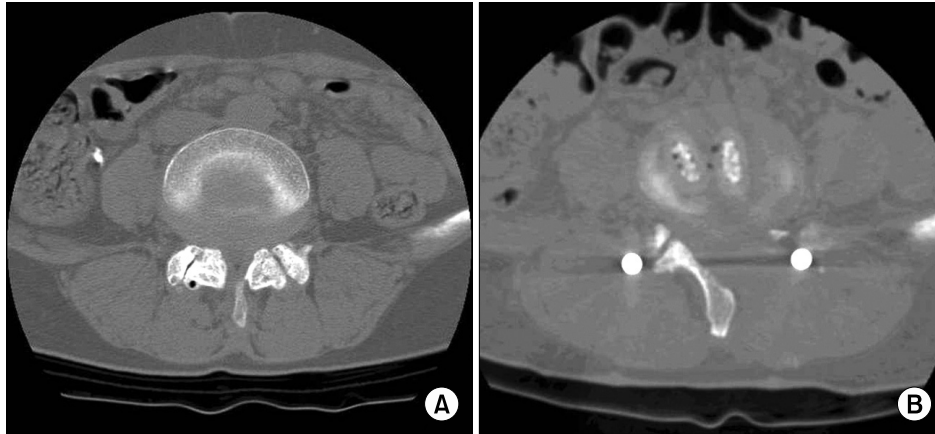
(A) Preoperative CT film of a 50-year-old female patient. (B) Postoperative CT film showing complete decompression of spinal canal and foramen by sublamina decompression & contralateral foraminectomy, comparing with preoperative one.
